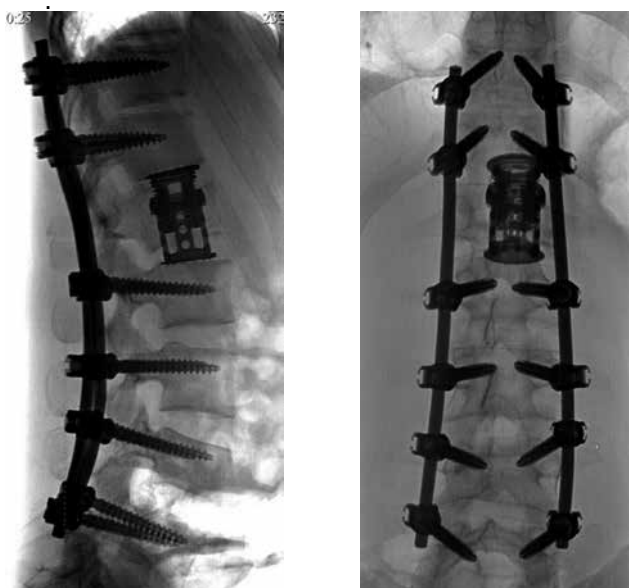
Контрольная рентгенограмма груднопоясничного отдела позвоночника после II этапа оперативного лечения пациента М. в прямой и боковой проекции
